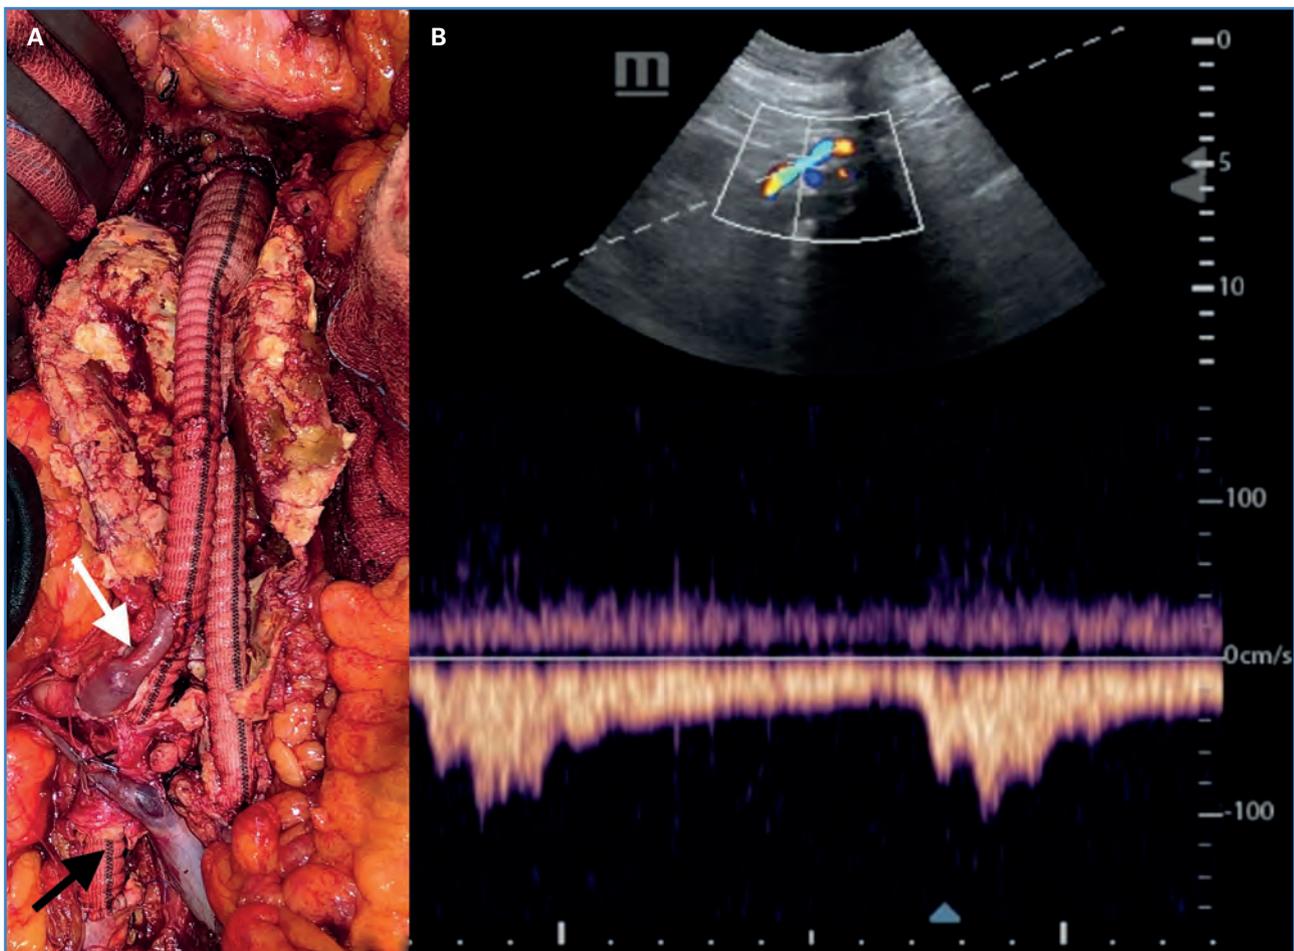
A. Imagen intraoperatoria tras el tratamiento. Flecha blanca: bypass renal. Flecha negra: tunelización de rama protésica por el interior de arteria iliaca común derecha con el objetivo de evitar la compresión de la vena renal. B. Ecografía doppler control del bypass renal un mes tras la cirugía.
